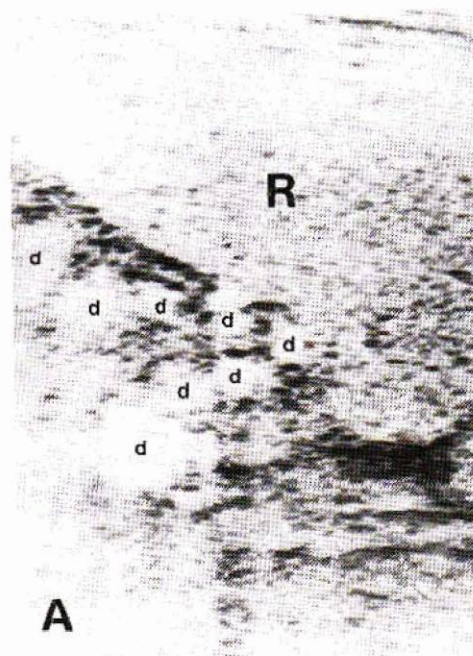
A : coupe ultrasonore passant par le hile de la rate. B : Coupe sous-costale récurrente passant par le hile du foie. Multiples veines de dérivation (d) étendues du hile de la rate au hile hépatique (h). Splénomégalie (R).
